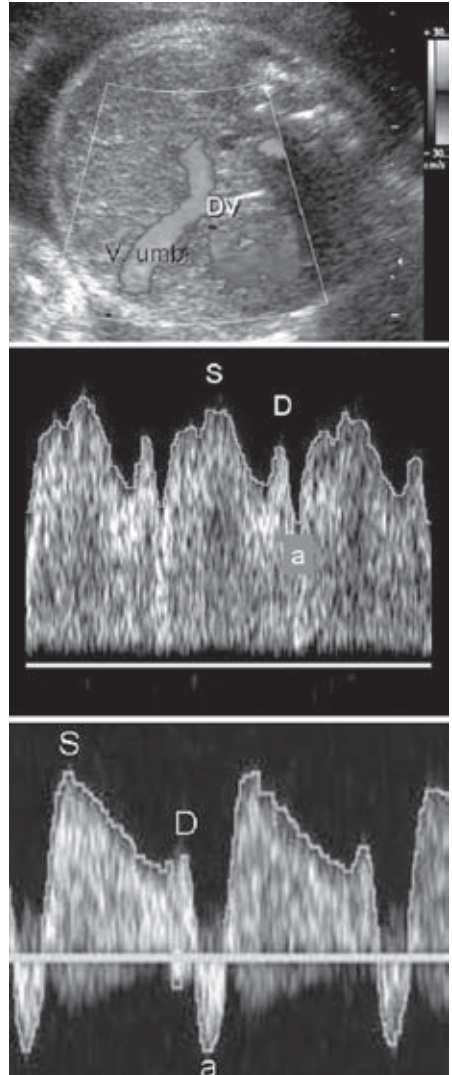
Topographie des DV im fetalen abdominalen Querschnitt (A) und Doppleruntersuchung des normalen (B) und pathologischen Ductus-venosus-Flussmusters (C). S und D: Beschleunigung des Vorwärtsflusses im DV, bedingt durch die kardiale Systole und Diastole; a: Verlangsamung bzw. Umkehrung des zum Herzen gerichteten Flusses im DV während der atrialen Kontraktion.
